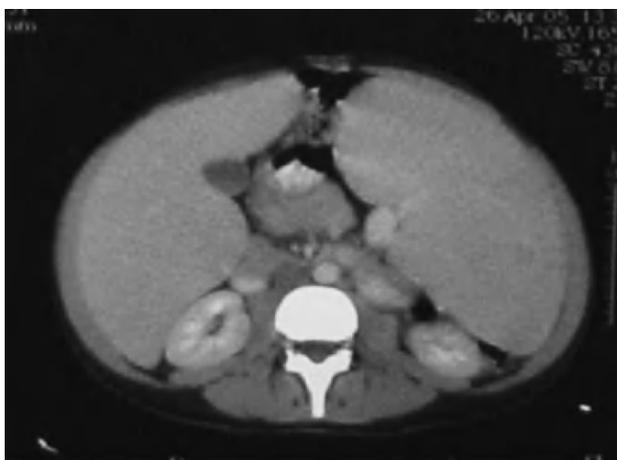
Tomografía computarizada abdominal, hepatoesplenomegalia homogénea, bazo de 42 x 32 x 22 cm.
